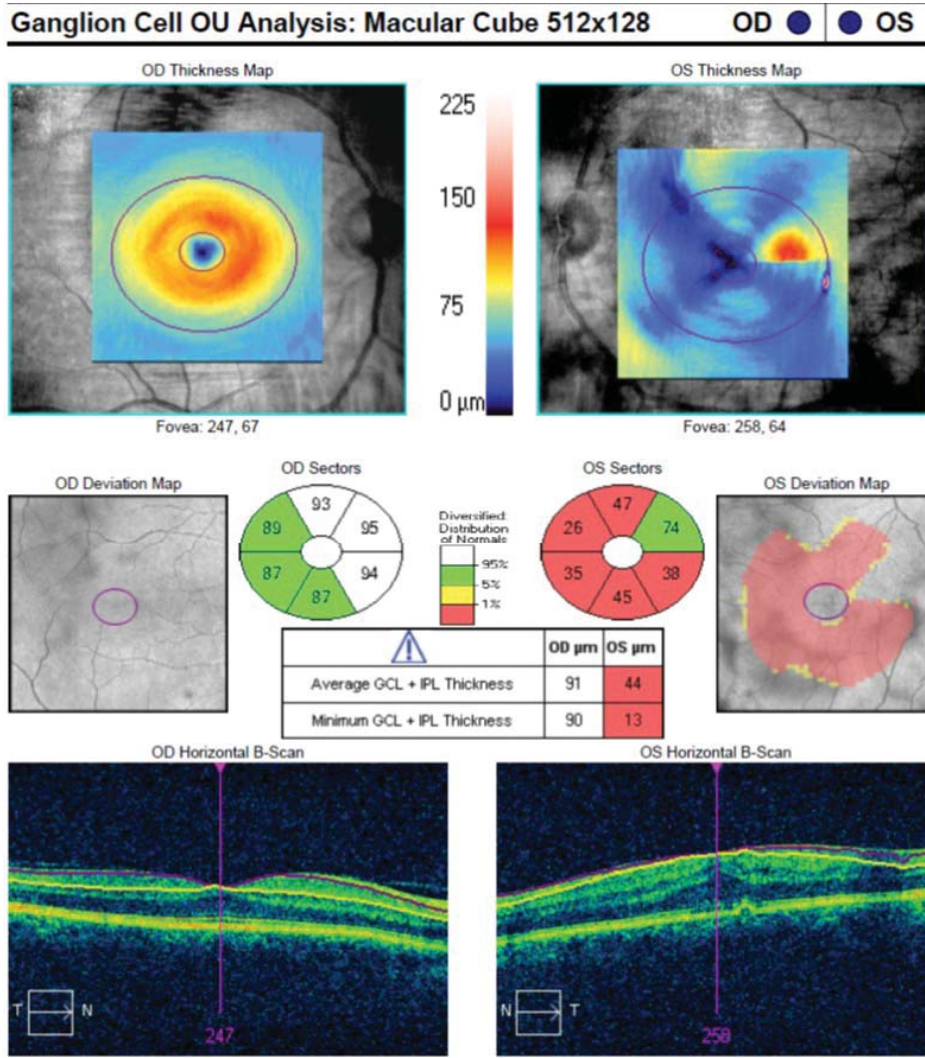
Sol gözde epiretinal membranı olan hastanın Cirrus HD Optik Koherens Tomografi cihazı ile maküla kalınlık analizi çıktıları.
